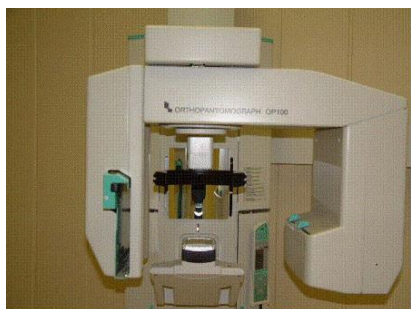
Ortopantomógrafo. Fonte⁴
